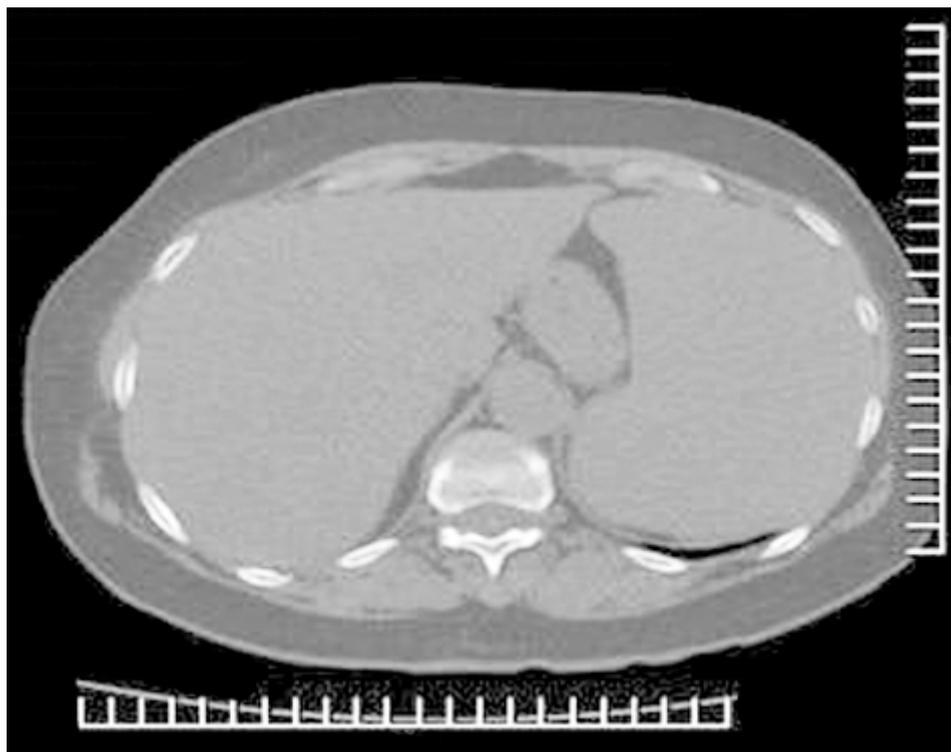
Tomografía axial computarizada (TAC) de abdomen: splenomegalia difusa que mide 78 x 163 cm.
